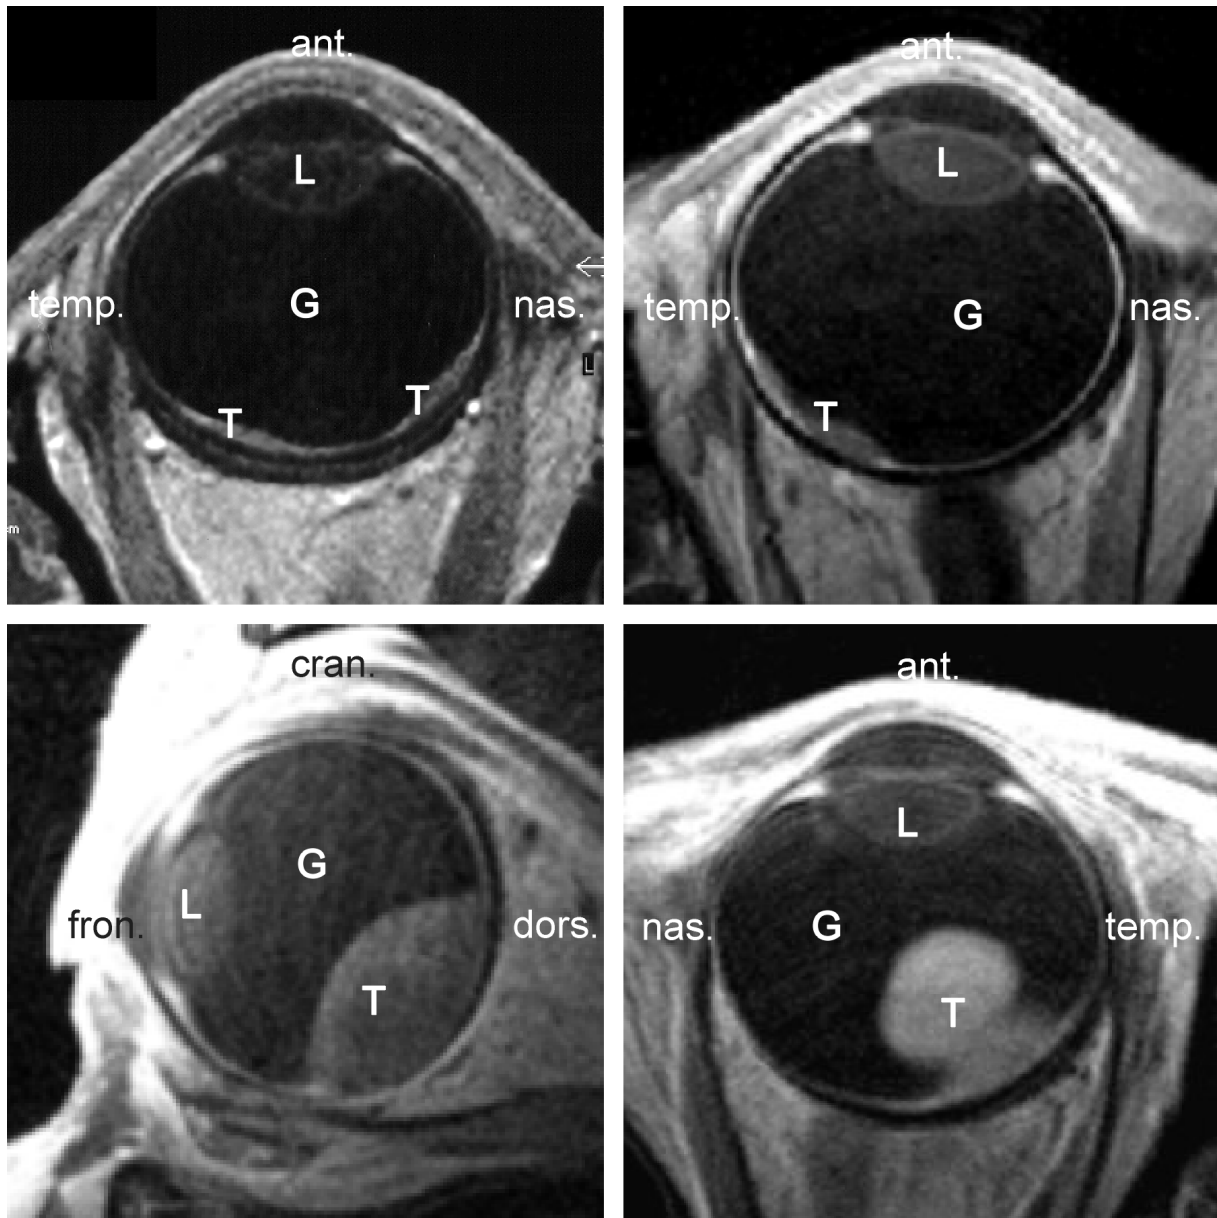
Tumorformen bei Bulbustumoren in der MRT, links oben rasenförmiger Tumor (Metastase), rechts oben flacher Tumortyp (Aderhautmelanom), links unten hügelartige Form (Metastase), rechts unten pilzförmiger Tumor (Aderhautmelanom) (T=Melanom/Metastase, G=Glaskörper, L= Linse)
